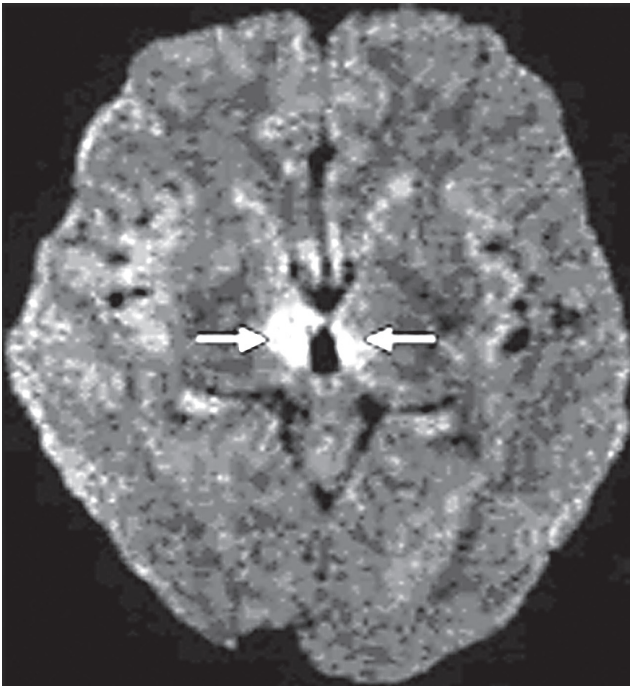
Диффузионно-взвешенная МРТ: двусторонние гиперинтенсивные сигналы парамедианной зоны таламуса (стрелки). Поражение периакведуктального серого вещества с вовлечением глазодвигательных и ретикулярных ядер при окклюзии артерии Percheron [27]
